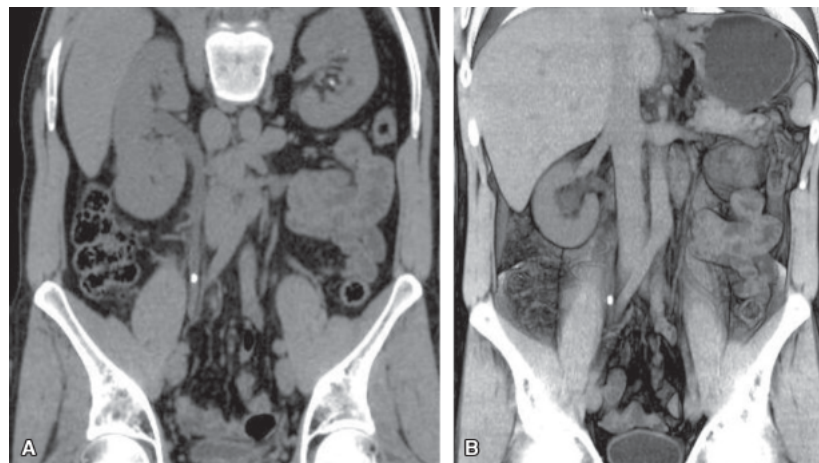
Litíase urinária. A. Tomografia computadorizada, evidenciando cálculo em ureter direito e em cálices de rim esquerdo. B. Reconstrução em 3D de cálculo em ureter direito.
